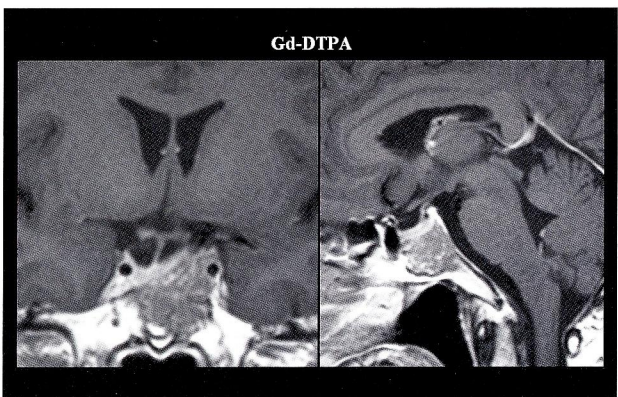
術前造影MRI (Gd-DTPA)
